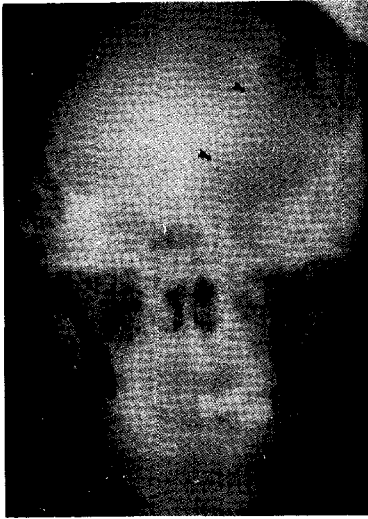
Posteroanterior skull radiograph showing a depression of the left frontal and temporal bone.
